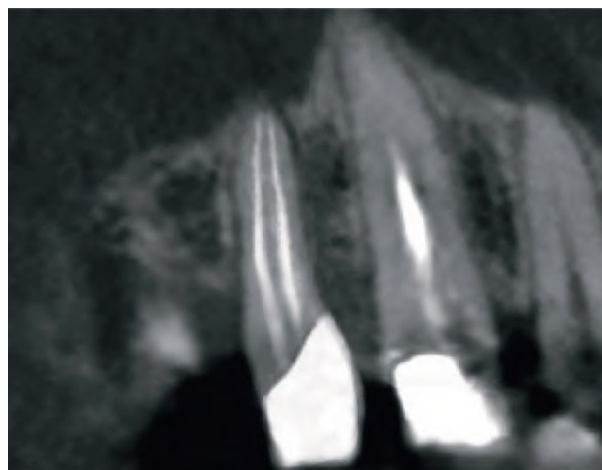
Results of tomography 14 after treatment (term 6 months after the end of treatment).
